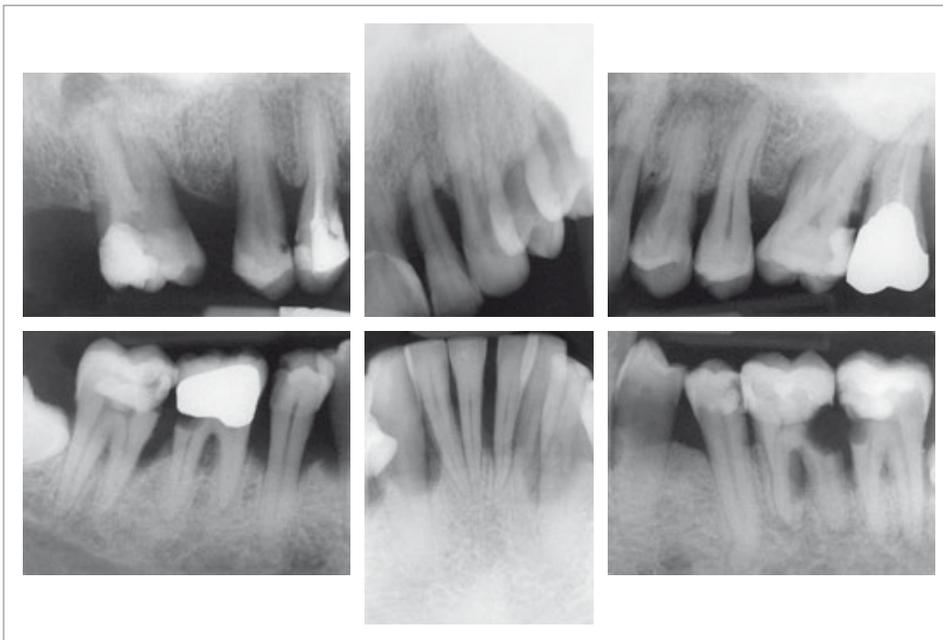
Initialer Röntgenstatus
